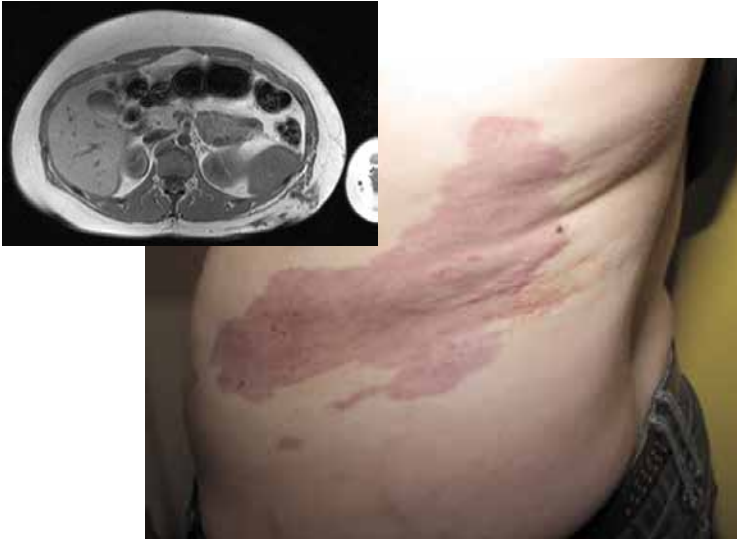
Unten: Hämolympathische subkutane Malformation mit Makrozysten im linken Unterleib einer 17-jährigen jungen Frau. Oben: Kernresonanztomographie der gleichen Patientin.
